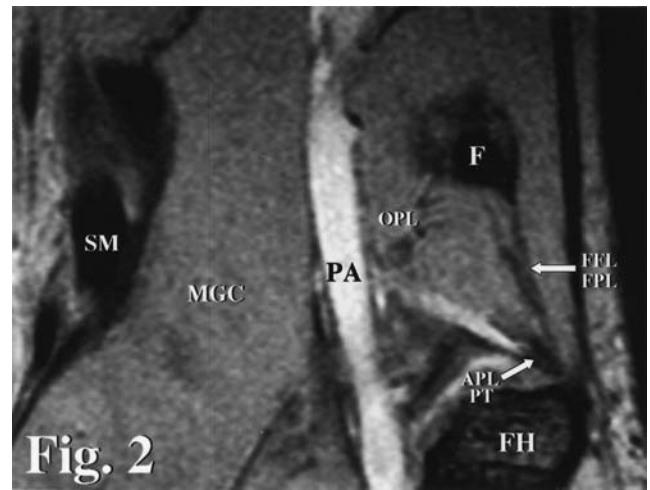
Coronal MRI image (FE15fc, TR/TE 500/15, slice-thickness 2.5 mm) of a 42-year-old man. The proximal attachments of arcuate popliteal and fabellofibular ligaments are clearly identified (arrows).
